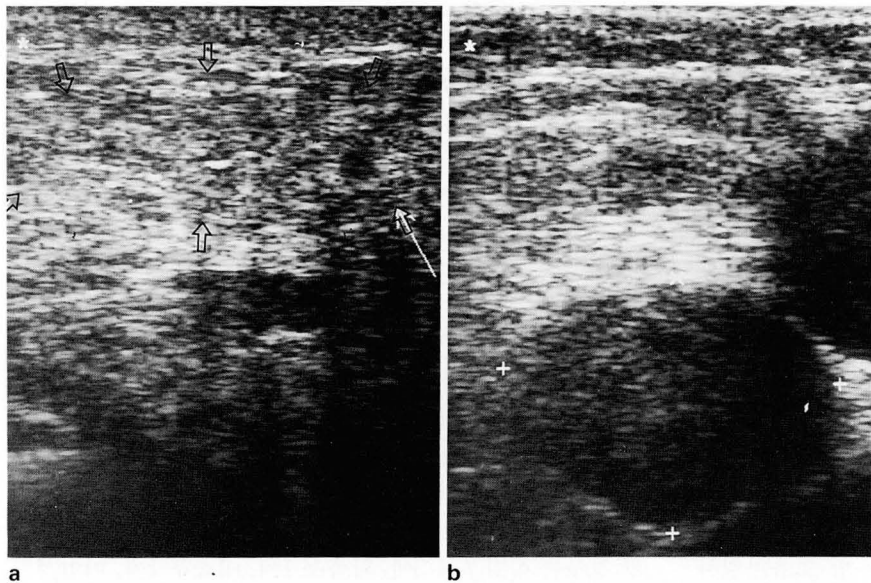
Variable ultrasonographic findings of breast abscess
